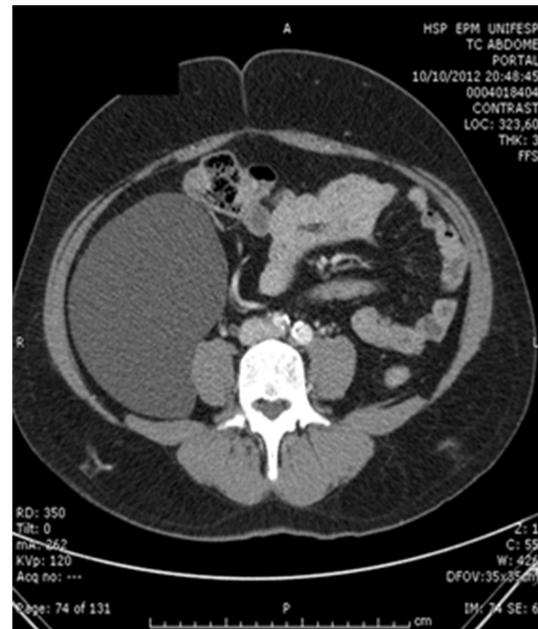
Tomografia computadorizada de abdome: imagem cística de paredes regulares, sem nódulos ou vegetações murais
